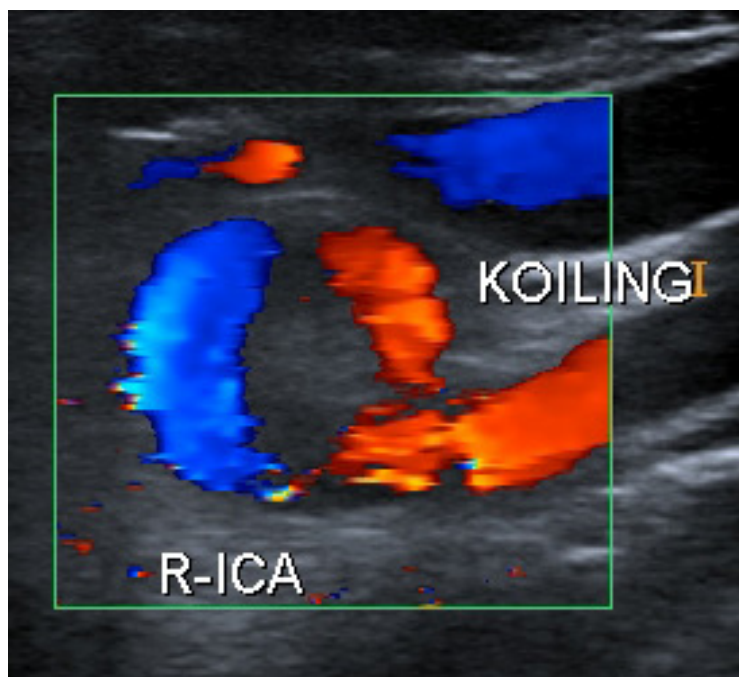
Internal carotid artery coiling. Color Doppler mode. Longitudinal plane.
